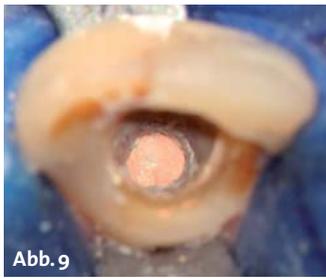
Backfill mit AH Plus und Guttapercha. – Abb. 10: Koronale Innenansicht. – Abb. 11: Verschlüssener Zahn mit Core Paste. – Abb. 12: WF-Kontrolle. – Abb. 13: Ansicht nach koronalen Verschiebelappen am Zahn 21. – Abb. 14: Röntgenkontrolle sechs Monate nach Revision. – Abb. 15: Frontalansicht vollkeramische Kronen. – Abb. 16: Röntgenkontrolle nach Abschluss der Behandlung.
